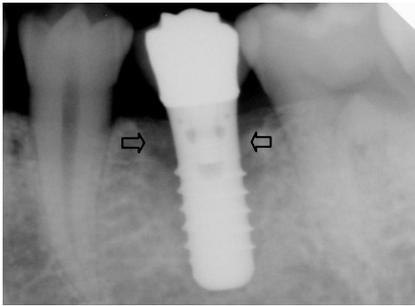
A radiograph of an implant failure due to peri-implantitis. Bone resorption including the crater shaped bone resorption is seen in the upper marginal bone of the implant
